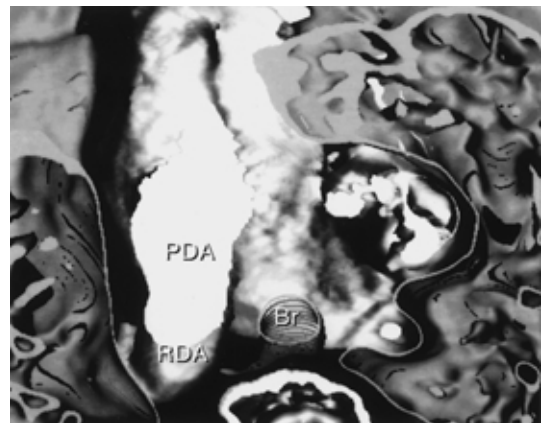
症例1の胸部3D-CT: PDAは右気管支を越えている。Br; 主気管支, PDA; 動脈管, RDA; 右側下行動脈
